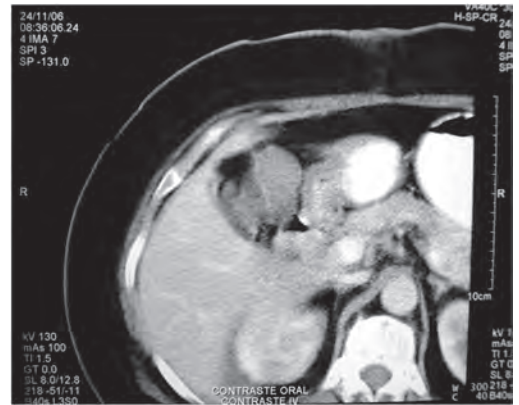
TAC después de colecistectomía por hallazgo incidental de Carcinoma Vesícula Biliar.
